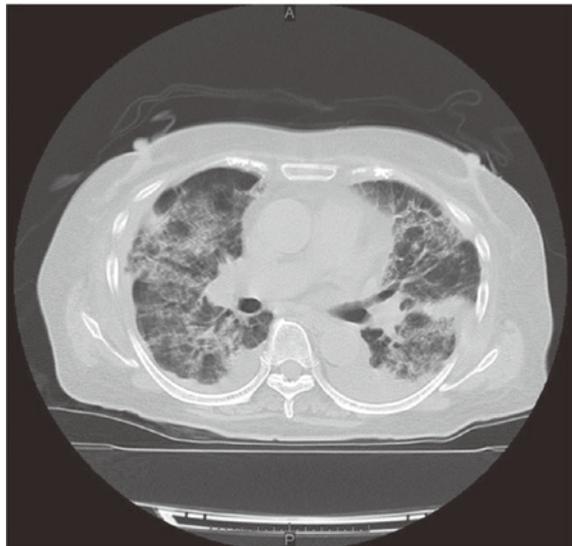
第 14 病日の胸部 CT。牽引性気管支拡張を伴うすりガラス影を認める。
